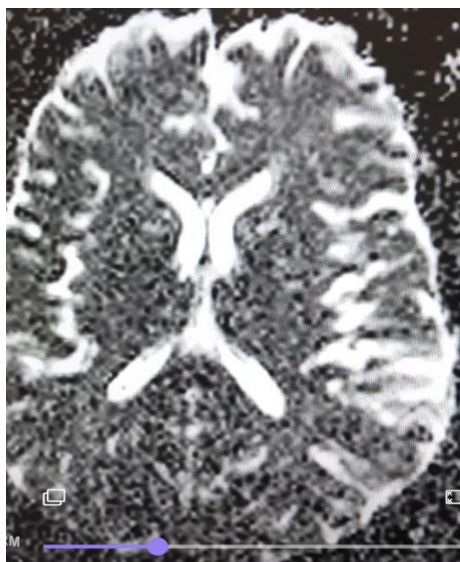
IRM 1, Image normal
